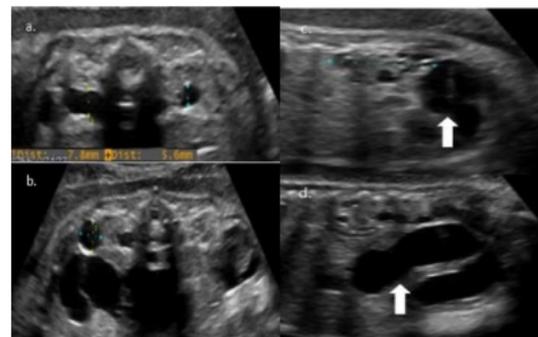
ecografía renal fetal: a y b cortes axiales con riñones Hiperecogénicos, quiste renal cortical y dilatación pelvis renales; c y d cortes sagitales con evidencia de dilatación de uréteres bilateral (flechas).
